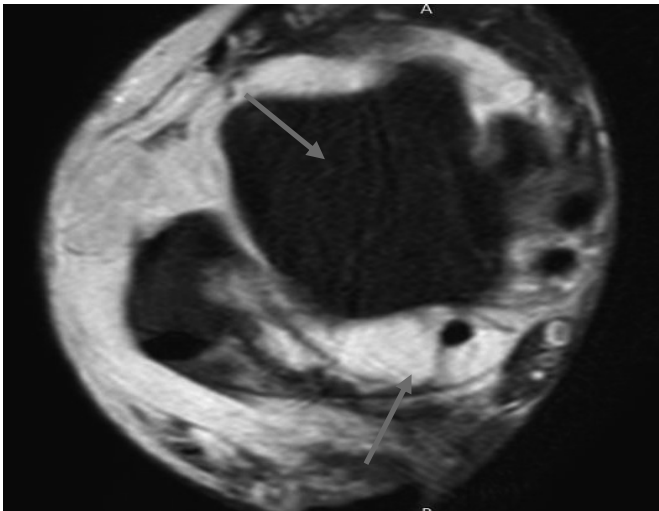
На МР-томограмі в аксіальній проекції у режимі FS PD FSE визначається значний набряк м'яких тканин по зовнішній поверхні над'яtkово-гомiлково-го суглоба, повний розрив передньої таранно-малогомiлкової зв'язки та парціальний розрив задньої таранно-малогомiлкової зв'язки.
